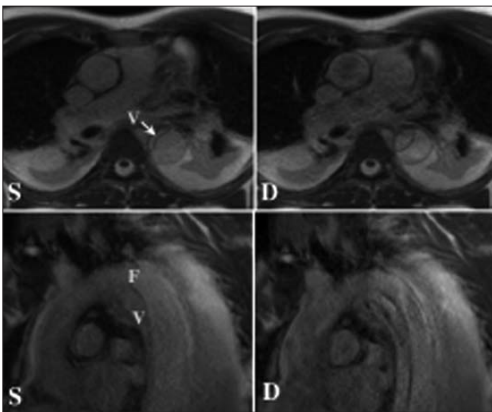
Resonancia nuclear magnética dinámica de una disección aórtica tipo B, demuestra como durante el sístole (S) se comprime el lumen verdadero (V) con expansión del falso (F) y lo inverso durante el diástole (D).
